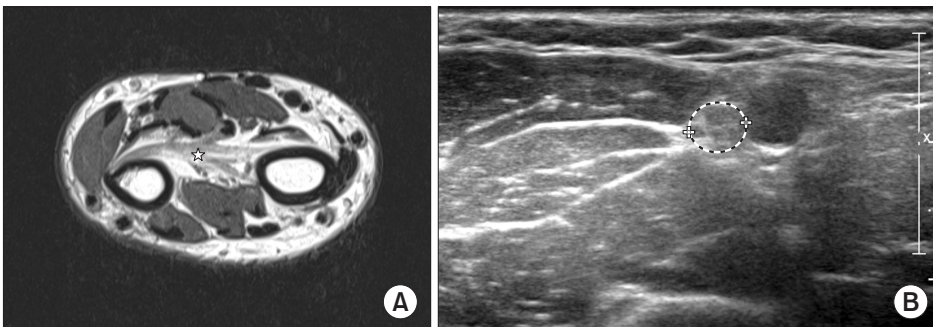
(A) Magnetic resonance image scan. Axial fat suppression T2-weighted fast spin-echo image showing fatty degeneration of the pronator quadratus (asterisk). (B) Ultrasonography images of the median nerve at the left elbow. Transverse scan showing swelling of the fascicles of the median nerve.
